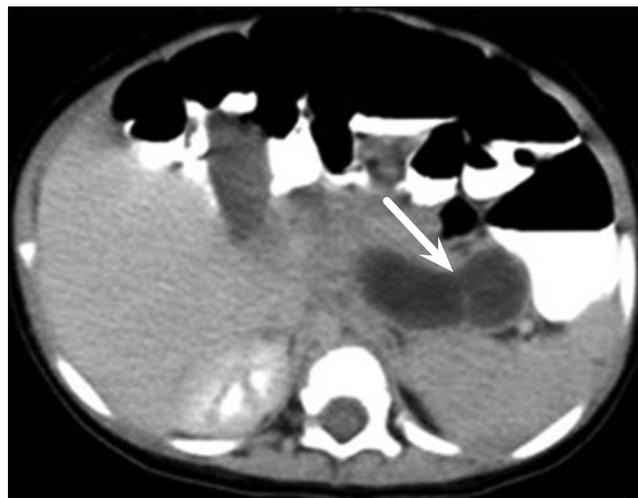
Спиральная компьютерная томография, аксиальный срез брюшной полости: в области хвоста поджелудочной железы и ворот селезенки определяется кистозное образование гантелевидной формы с гомогенным содержимым (стрелка)
